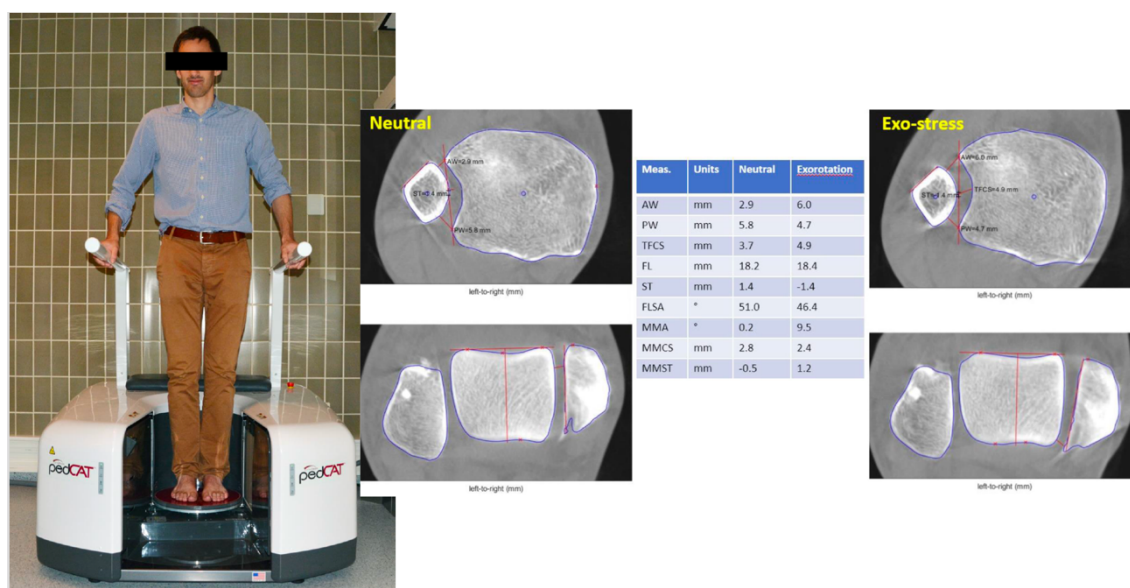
Obtención de imágenes en carga mediante tecnología de TC de haz cónico. Dr F. Vanrietveld. Medical Imaging Unit. AZ Groeninge, Kortrijk, Belgium
